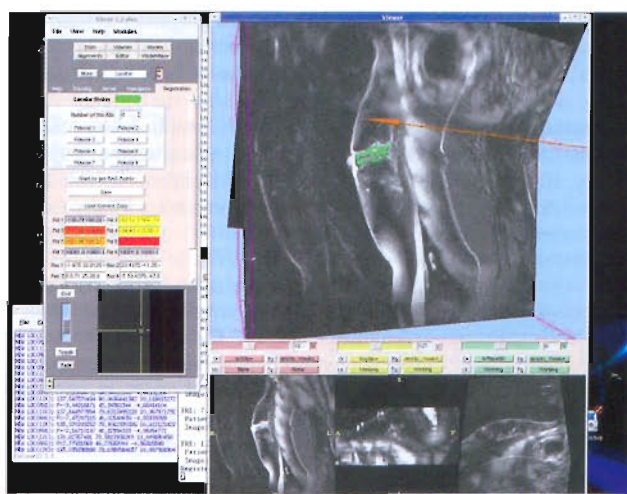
Virtual MR images reflecting the same slice as the puncture line. Green a breast tumor; red a needle and a puncture line
